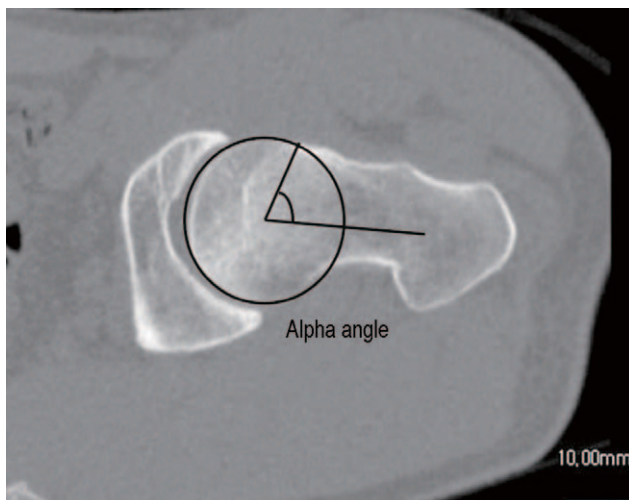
Alpha angle is shown at oblique axial view of the femur neck on computed tomogram.
